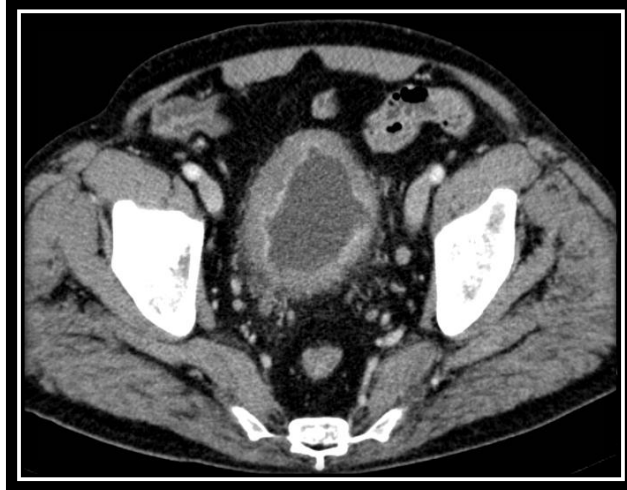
Imágenes Axiales de TC que muestran un engrosamiento mural vesical patológico de predominio anterolateral derecho, observando trabeculación de la grasa perivesical y nodularidad asociada
